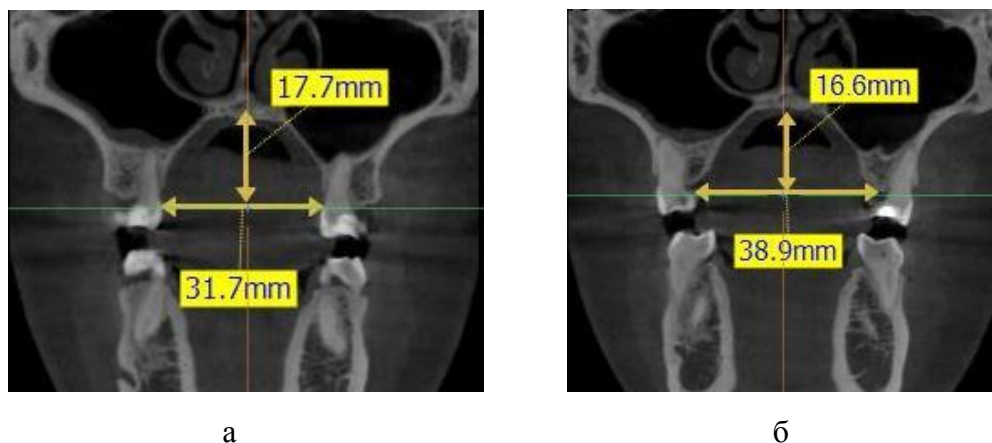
Размеры нёбного свода пациентки А. до (а) и после (б) ортодонтического лечения на срезах конусно-лучевых компьютерных томограмм
